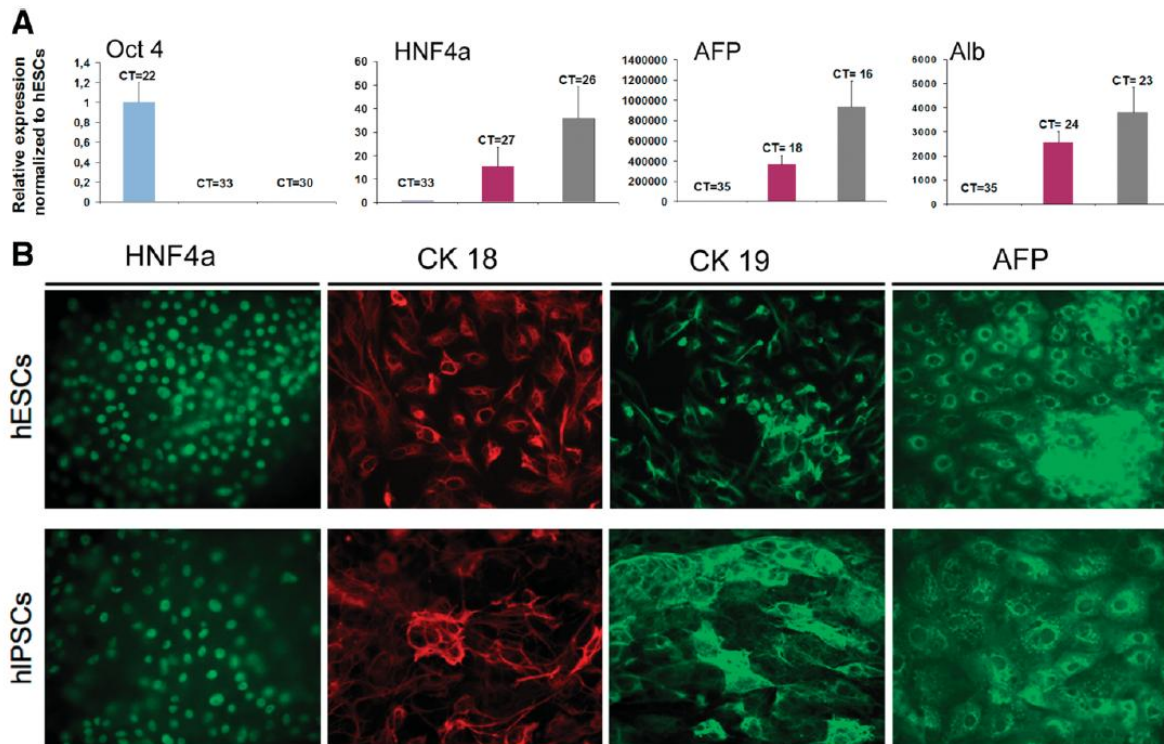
hiPSCs can differentiate into hepatic cells using culture conditions defined for hESCs. (A) RNAs were extracted after 12 days of differentiation, and expression of the denoted genes was analyzed using Q-PCR. CT of PBGD, 24 ± 1 . (B) Hepatic cells generated from hiPSCs express markers specific for hepatic progenitors (HNF4 α , CK19, CK18, and AFP).
